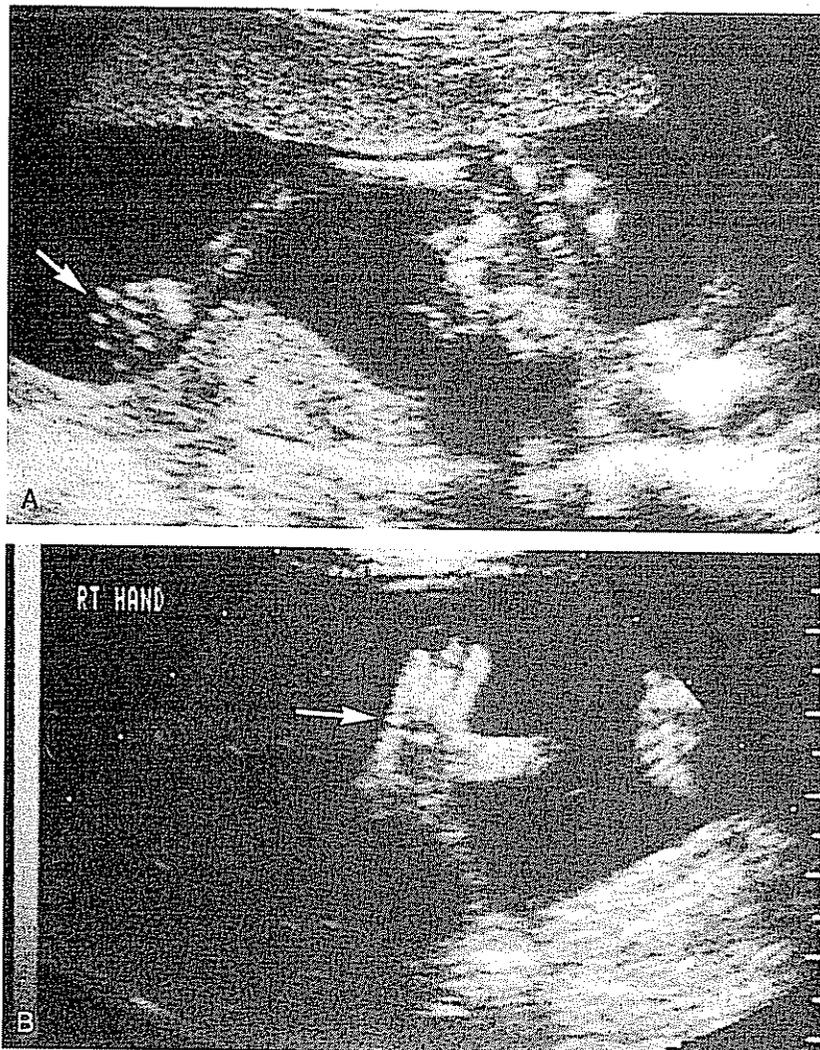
Ultra-sonografias das mãos (*setas*) de feto normal (A) e feto com síndrome de Holt-Oram (B), um defeito autossômico dominante com anomalias variáveis cardíacas e dos membros. A imagem da mão (B) mostra que só existem três dedos óbvios e um polegar. O polegar é anormal em forma (grande e espesso), bem como em posição. (Fotos por cortesia de A. Toi, Toronto General Hospital.)
